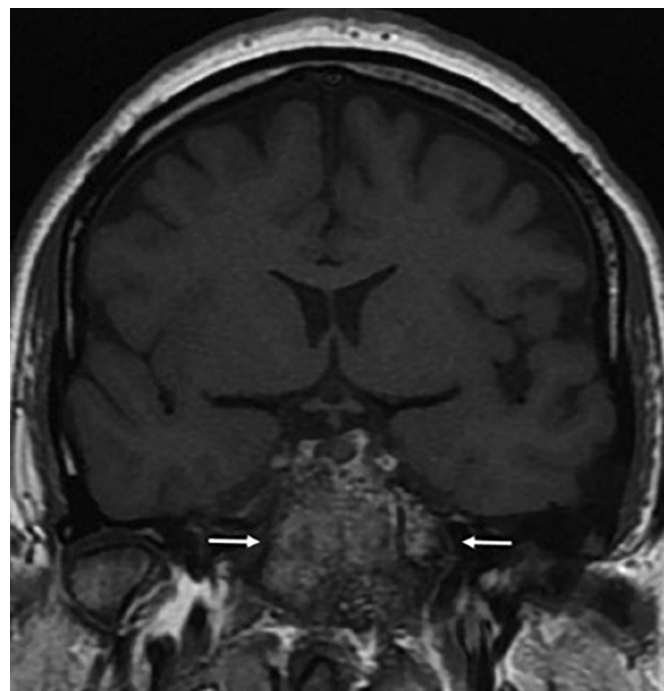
Пациентка Щ. МРТ головы. Фиброзная дисплазия тела клиновидной кости с облитерацией задней части клиновидных пазух.
